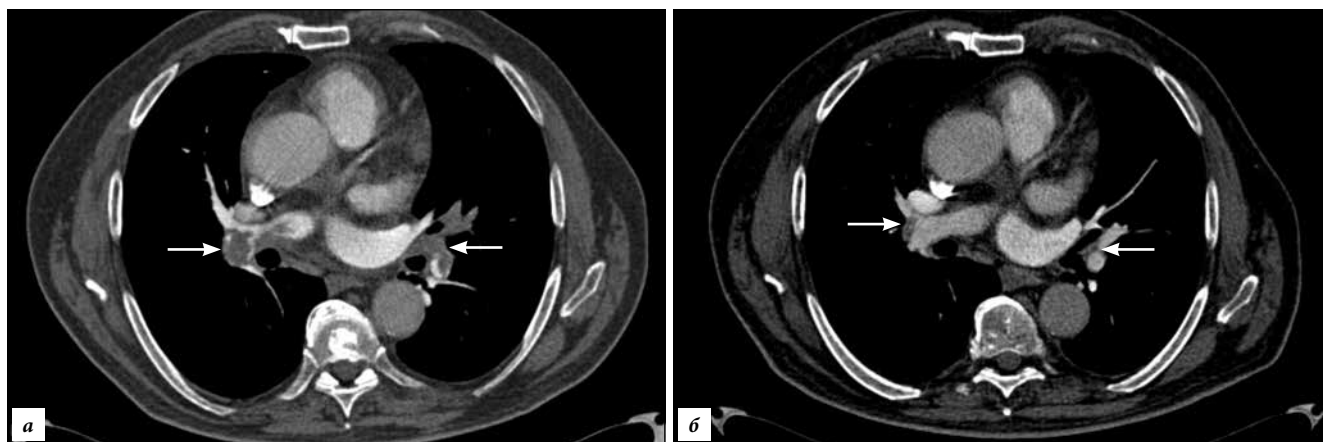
Мужчина 77 лет, МСКТ-ангиопульмонография в динамике:
